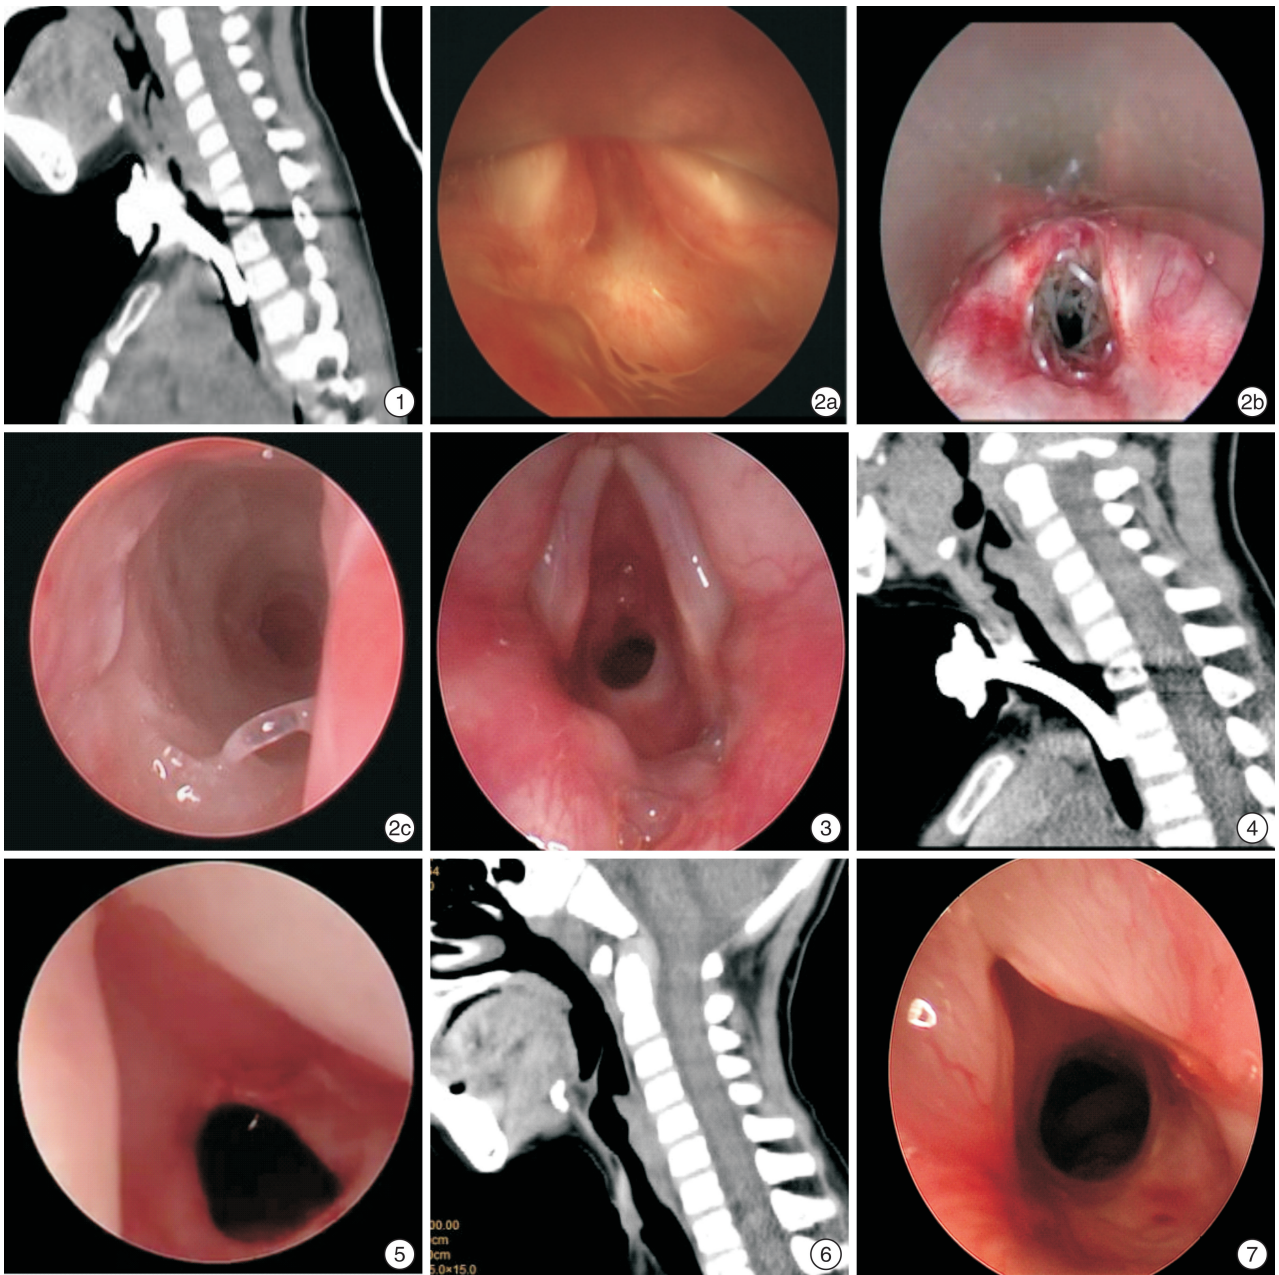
颈部CT检查 声门下瘢痕狭窄,上半段完全闭锁,下半段狭窄,长度约2 cm; 图2 术中显微镜图 2a:术中见声门下瘢痕狭窄;2b:声门下放置药物支架;2c:气管探查可见声门下通畅,药物支架部分吸收; 图3 术中探查所见声门下瘢痕狭窄,狭窄处管径直径约2 mm; 图4 颈部CT检查 声下上端稍狭窄,下端通畅,气管套管在位; 图5 术中探查所见 声门下膜性瘢痕狭窄,管径约3 mm; 图6 颈部CT检查 气管套管已拔除,声门下上端稍狭窄,下端通畅; 图7 最后一次术中探查所见 声门下膜性狭窄,狭窄处直径约4 mm。
